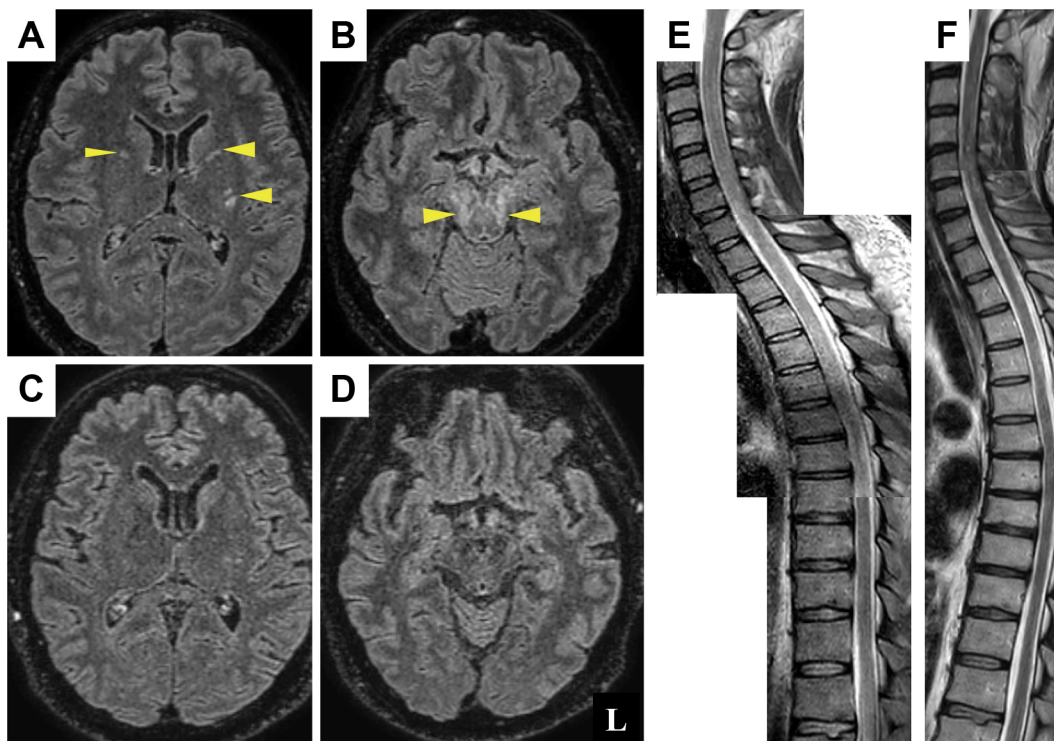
Brain and spinal MRI findings.
